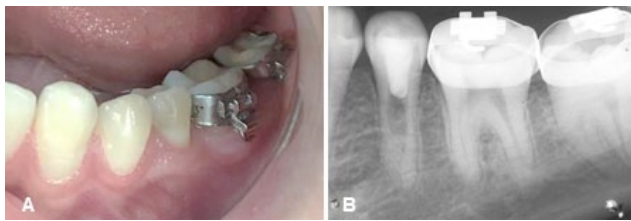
Controles a los 2 años del REP. A) Imagen clínica; B) Rx Periapical
